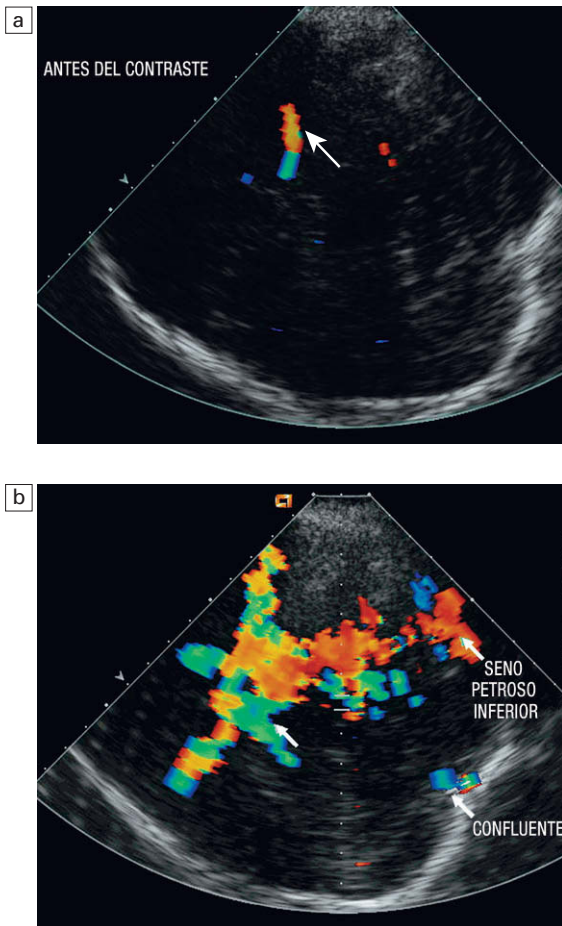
La aplicación de contraste con microburbujas en las ecografías transcraneales resulta útil; a) en la imagen basal se visualiza un único vaso con Doppler color (flecha); b) tras la administración de Levovist y utilizando Doppler color convencional, tanto el polígono de Willis como las venas que drenan el cerebro pueden mostrarse (flechas).
